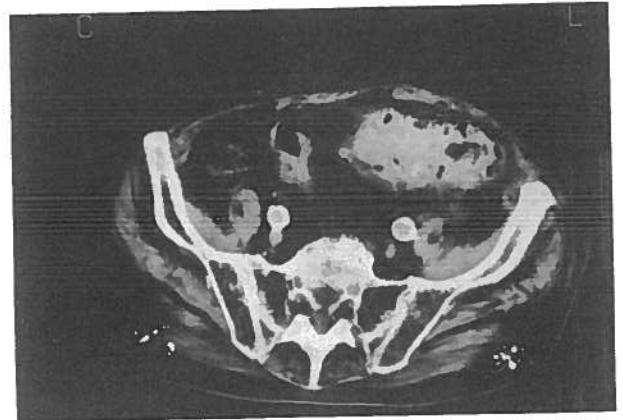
A TAC executada
